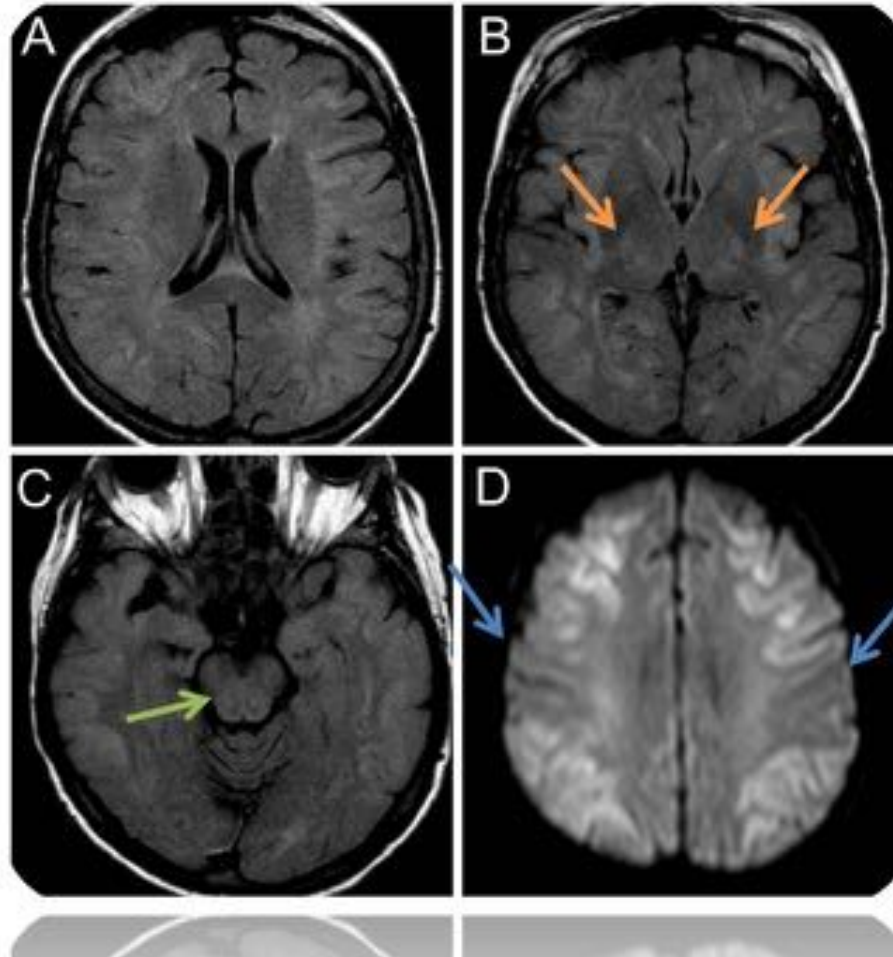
RM cerebral con planos axiales, secuencias FLAIR (A,B,C) que muestran un aumento de la intensidad de señal difusa de la sustancia gris y de la sustancia blanca que también afecta a ambos globos pálidos (flechas naranjas), y menos evidente en mesencéfalo (flecha verde), que respeta ambas regiones precentrales (flechas azules), más evidente en la secuencia de difusión (D). Todo ello en relación con cambios secundarios a encefalopatía hepática aguda.
